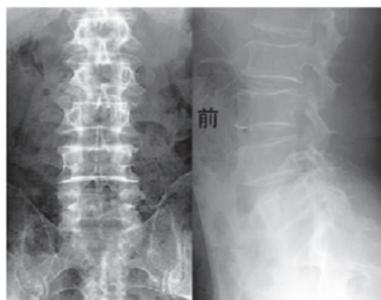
診療所で撮影した腰椎の単純X線像。年齢相応の骨のとげなどはありませんが、骨のずれ(すべり)やスポーツマンに多くみられる分離症などの異常は見られませんでした。
